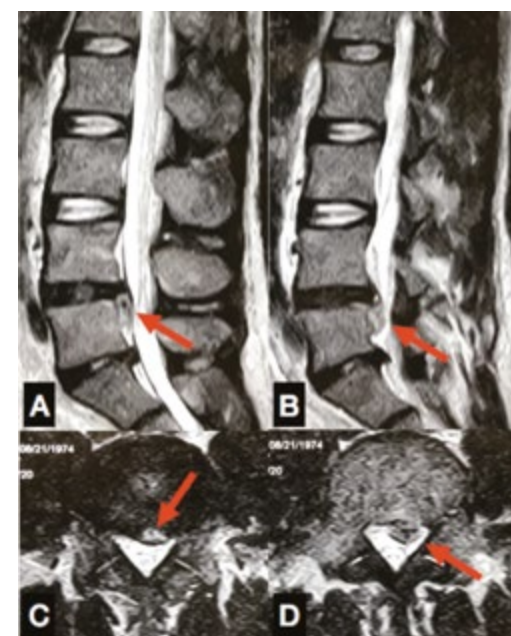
Ressonância magnética da coluna lombar ponderada em T2. A e B: cortes sagitais sequenciais mostrando volumosa hérnia de disco L4-L5 migrada
